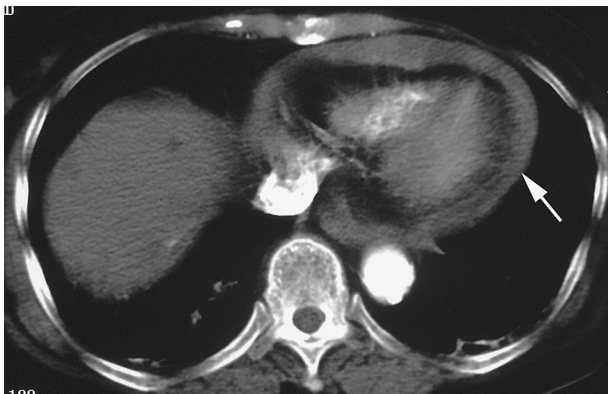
胸部造影CT：心嚢内に液体成分を認める（矢印）。
